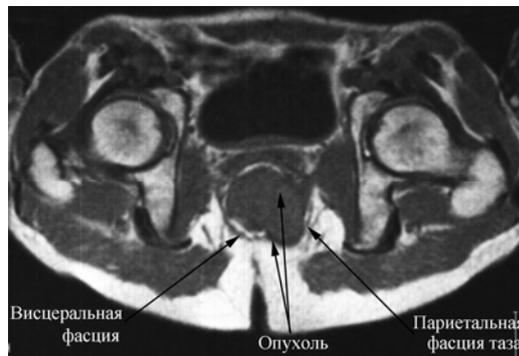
МР – томограмма таза, поперечный срез. Опухоль прямой кишки прорастает висцеральную фасцию.
